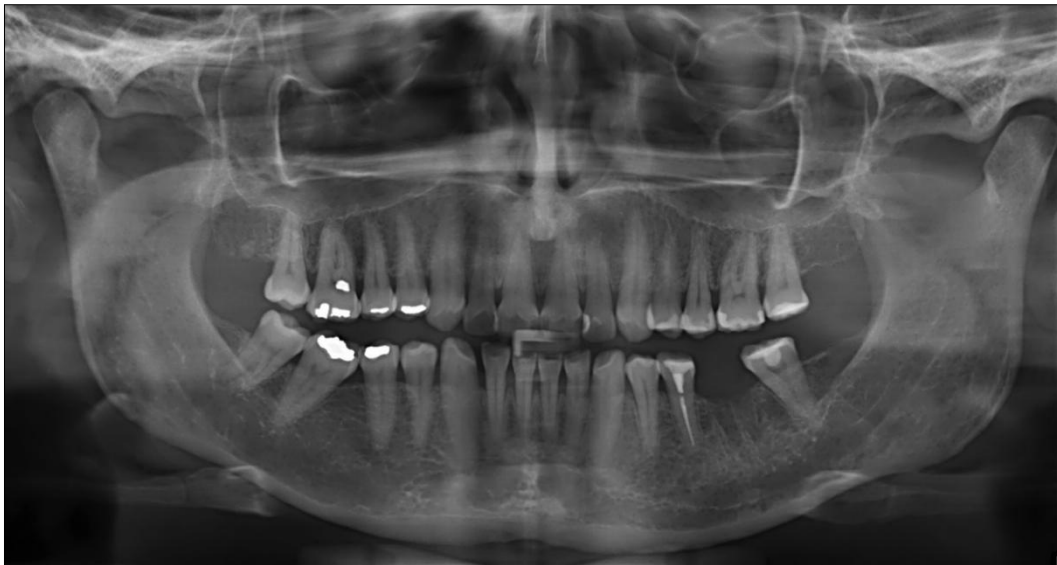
Radiografia panorâmica após 4 meses da exodontia do primeiro molar inferior esquerdo.
